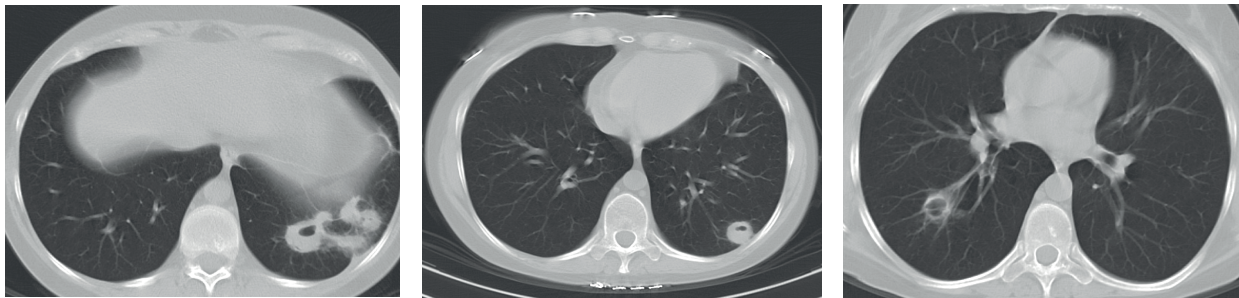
КТ ОГК через 2 года наблюдения
